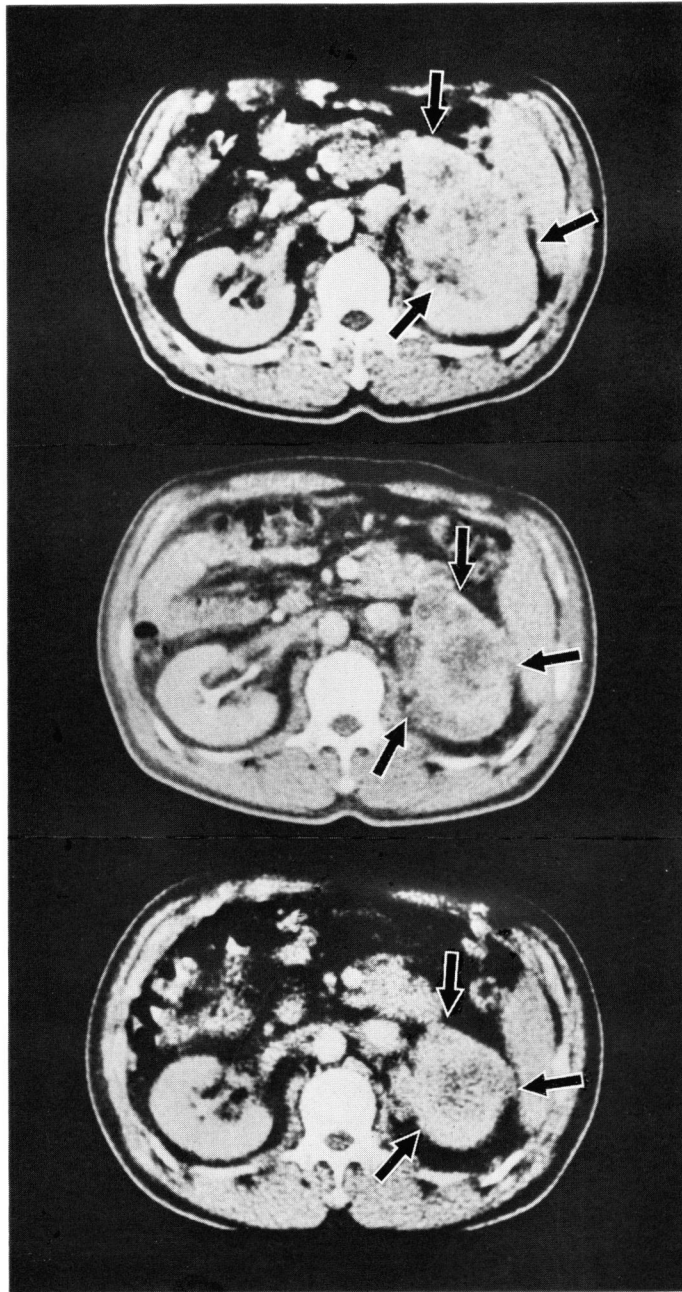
CE-CT after embolization.
